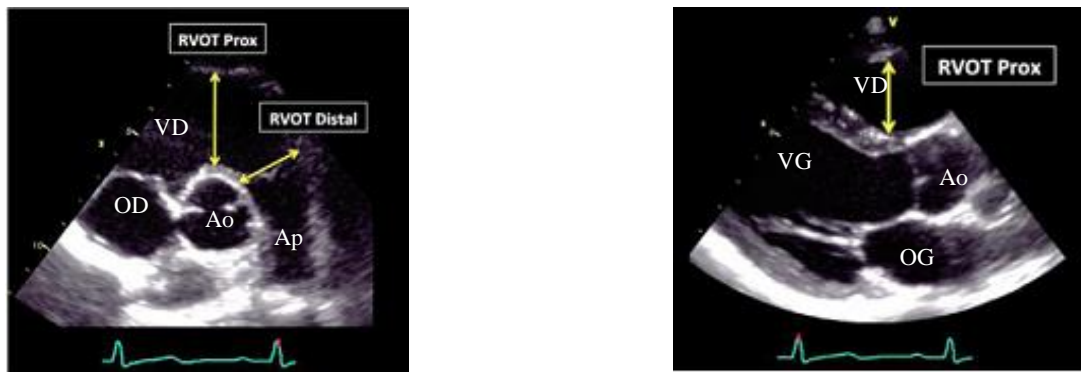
mesure des diamètres proximal et distal de la chambre de chasse du VD en parasternal grand axe et petit axe
